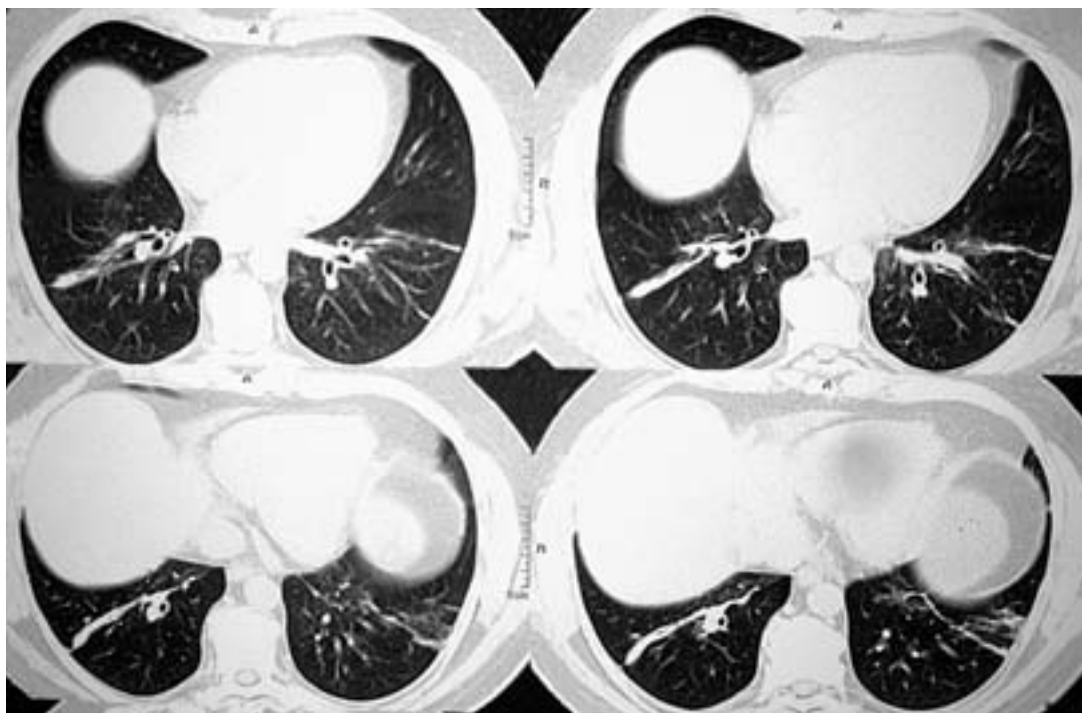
Микоплазменная пневмония. Компьютерная томография легких того же пациента (двусторонние линейные и очаговые перибронхиальные инфильтраты, характерные для “атипичных” пневмоний).
